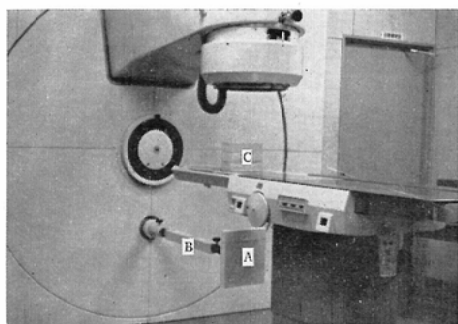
Scene of axial transverse tomography by Linac.
